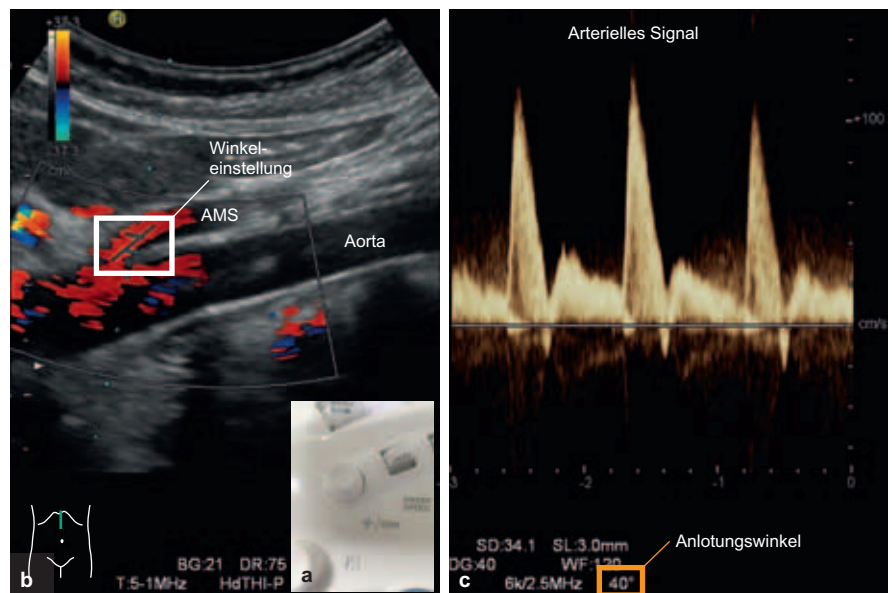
Duplexsonografie der A. mesenterica superior (AMS) mit typischem arteriellem Signal. Der Anlotungswinkel beträgt 40° , wie am unteren Bildrand rechts angezeigt. Das Messfenster mit dem korrekt eingestellten Winkel ist mit dem weißen Rahmen gekennzeichnet. Darstellung des Winkelkorrekturreglers. [T954]
